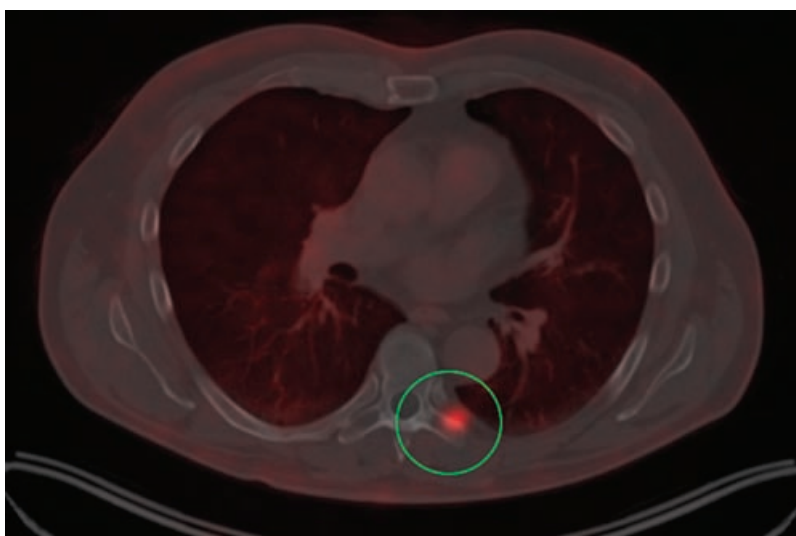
ПЭТ/КТ с  $^{18}F$ -ПСМА. Бимодальное изображение
